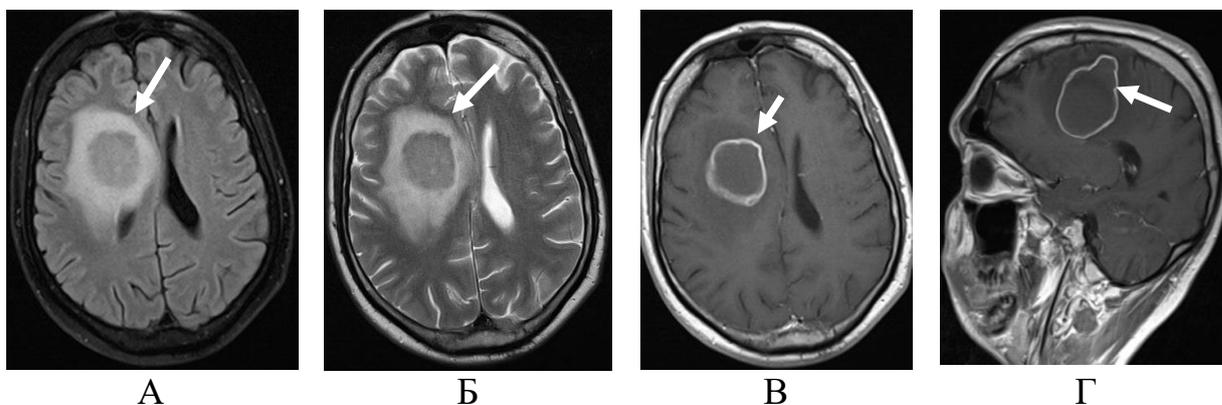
Туберкулома ГМ у ВИЧ-инфицированного больного. А- T2-FLAIR, Б - T2-ВИ, В, Г - T1+С.
